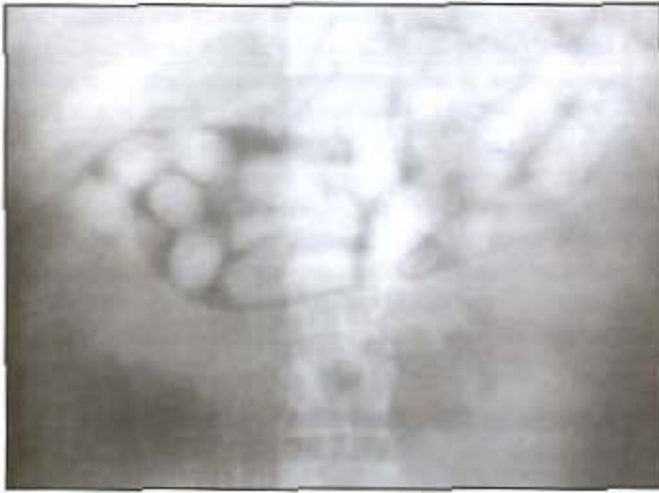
Óvulos en cámara gástrica (radiografía simple de abdomen).
